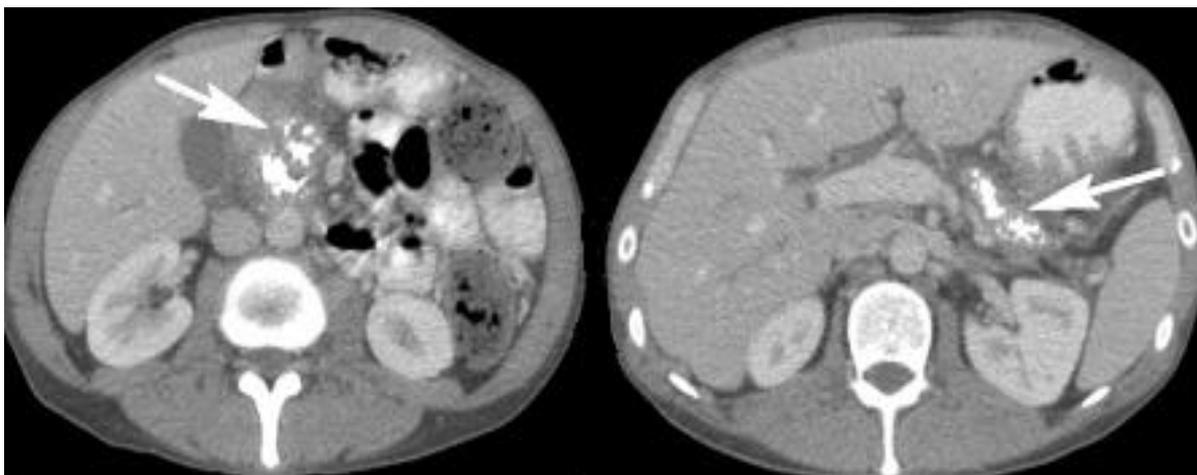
КТ-картина ХП — кальцинаты в головке ПЖ и ГПП.
